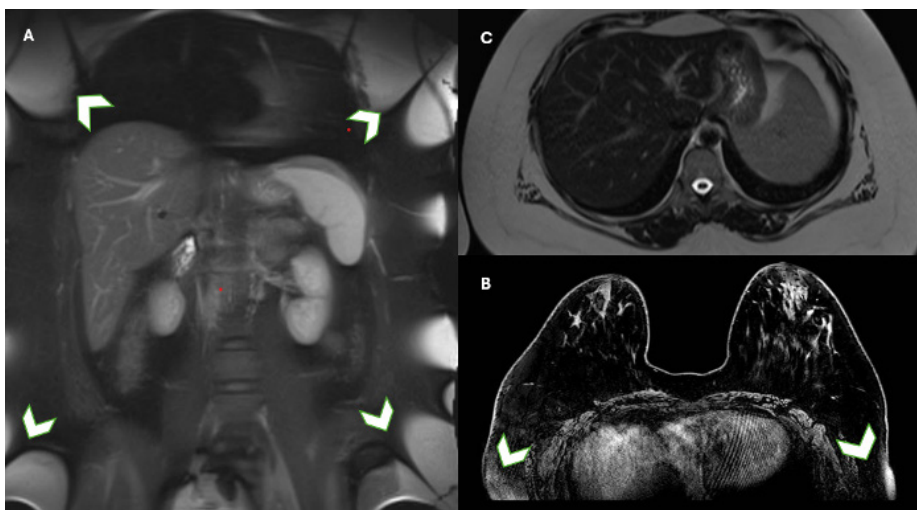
O artefato de wrap-around na RM (A, B). Os tecidos moles excedem o campo de visão (cabeças das setas). Em C, o campo de visão (FOV) maior permite a extrapolação da periferia para incluir os tecidos moles fora do FOV de varredura.
